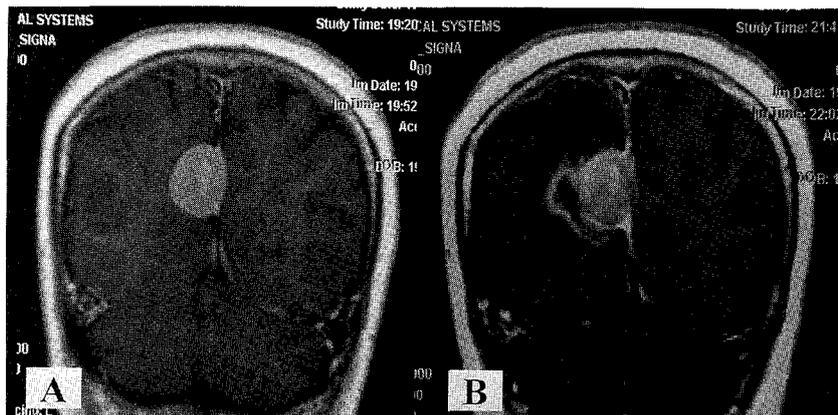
(A) T1-weighted gadolinium-enhanced coronal MR image obtained in a 64-year-old woman with right posterior occipital falx meningioma. She underwent radiosurgery using 34 mm collimator to deliver 18 Gy on the 90% isodose surface. (B) The 9-month follow-up MR image shows radiation necrosis with edema in right parietal lobe.
